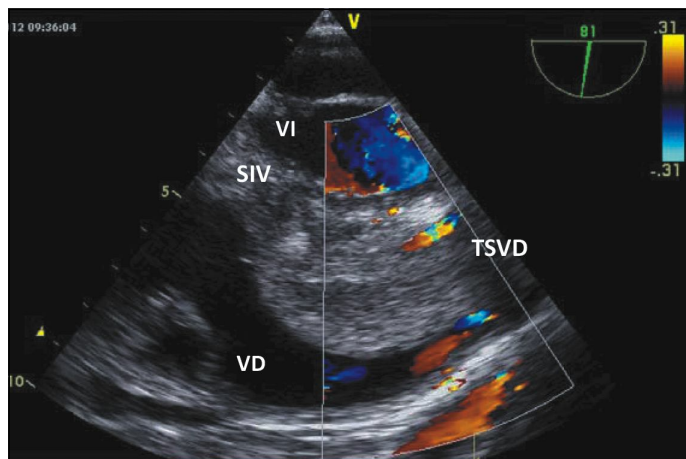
Imagen de ETE intraoperatorio. Mediante Doppler color se objetiva la obstrucción casi total del TSVD por el tumor. SIV: septum interventricular, VI: ventrículo izquierdo, VD: ventrículo derecho, TSVD: tracto de salida de ventrículo derecho.
